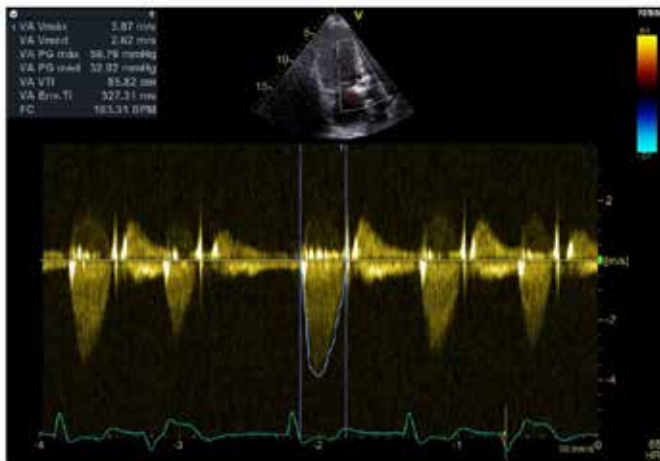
Ecocardiograma transtorácico, en la evaluación de la PSE, el gradiente sistólico del ventrículo izquierdo a la aorta máximo de 60 mmHg y medio de 33 mmHg. Fuente: Autores.
